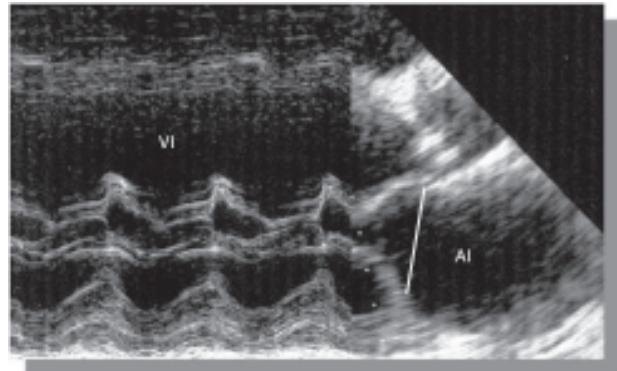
Ecocardiograma Transtorácico: Paciente con infarto transmural antiguo del septum interventricular. Tiene dilatación del ventrículo izquierdo. El desplazamiento de los músculos papilares hacia abajo y atrás, ocasiona que el cierre mitral se realice lejos del anillo valvular, creando una imagen de “tienda”. Mientras mayor sea el área dentro de esta tienda, mayor será la severidad de la insuficiencia mitral. AI= Aurícula izquierda, VI= Ventrículo izquierdo
